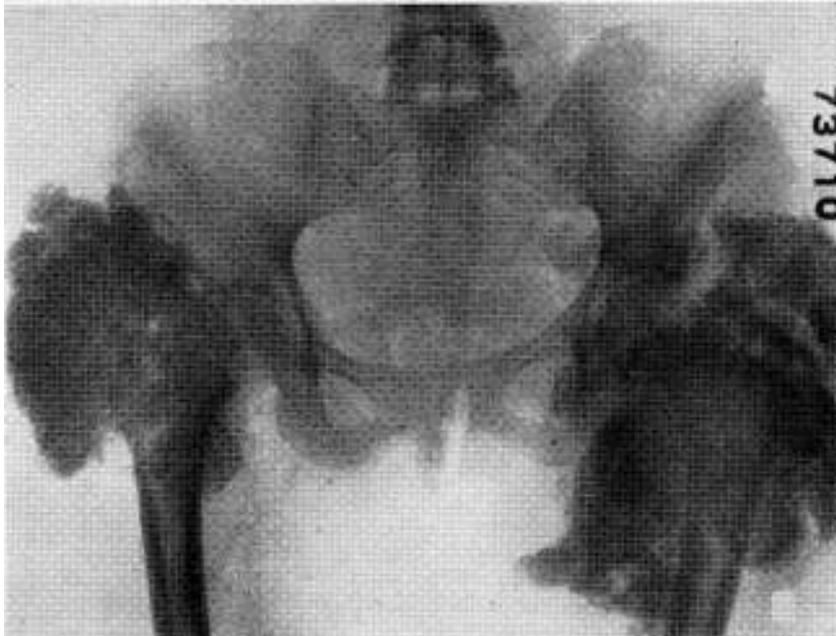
Radiografía de ambas caderas, sin alteraciones de las interlíneas articulares, ni estructuras óseas, con calcificaciones tumorales periarticulares.
